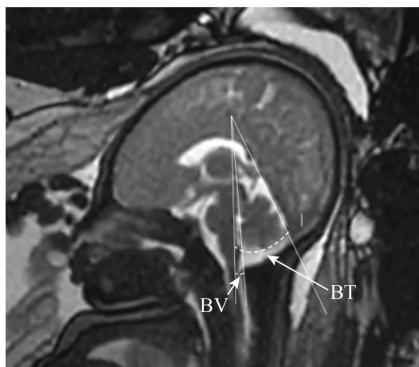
BV角(脑干背侧与小脑蚓部腹侧边缘切线的夹角); BT角(脑干背侧与小脑幕边缘切线的夹角)
